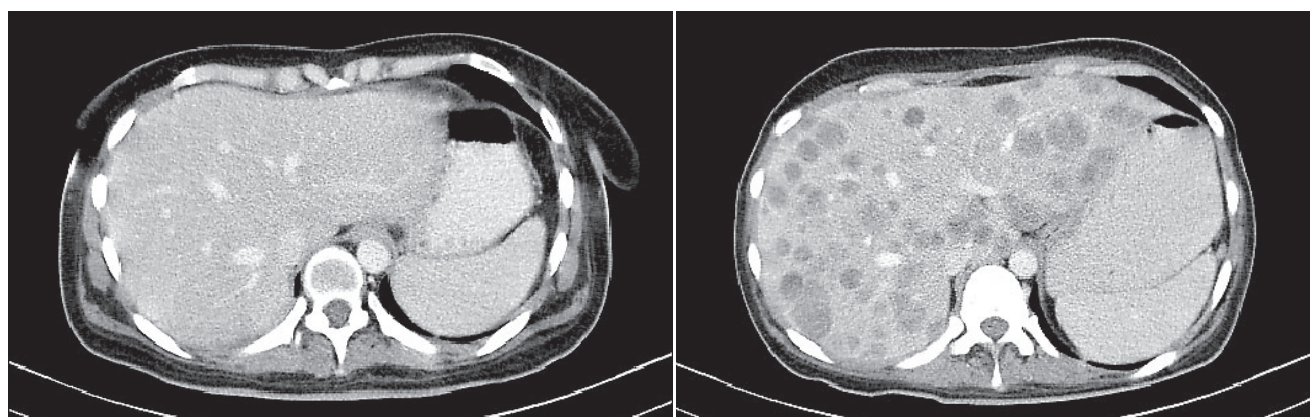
Компьютерная томография органов брюшной полости в динамике 27.06–15.08.2018 г.:
